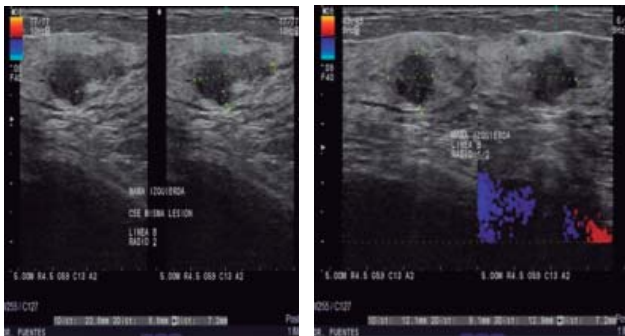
Ultrasonido de mama izquierda en la que se muestra un nódulo de bordes no circunscritos lobulados y otro nódulo espiculado.
